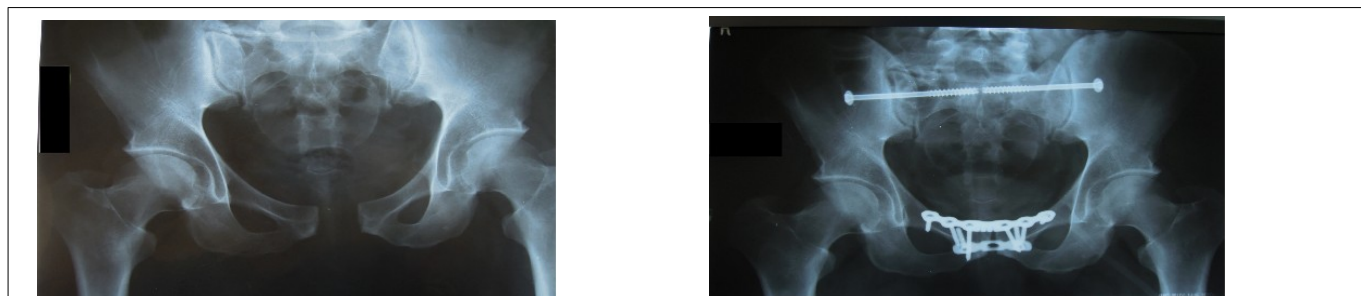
Рентгеновские снимки пациента С. до (слева) и после (справа) остеосинтеза.
